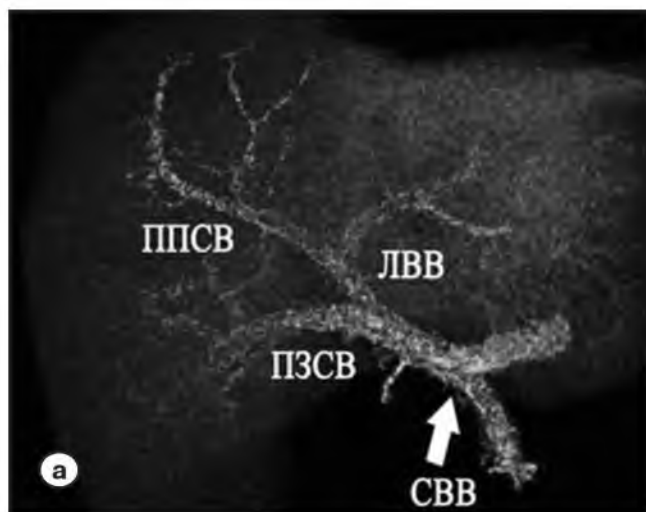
КТ-ангиография, (портальная фаза), 3D-реконструкции в косой коронарной (А) и задней коронарной (Б) проекциях: а – общий ствол правой передней секторальной ветви и левой воротной вены; ЛВВ – левая воротная вена, ППСВ – правая передняя секторальная ветвь, ПЗСВ – правая задняя секторальная ветвь. б – трифуркация воротной вены; СВВ – ствол воротной вены, ЛВВ – левая воротная вена, ППСВ – правая передняя секторальная ветвь, ПЗСВ – правая задняя секторальная ветвь.
